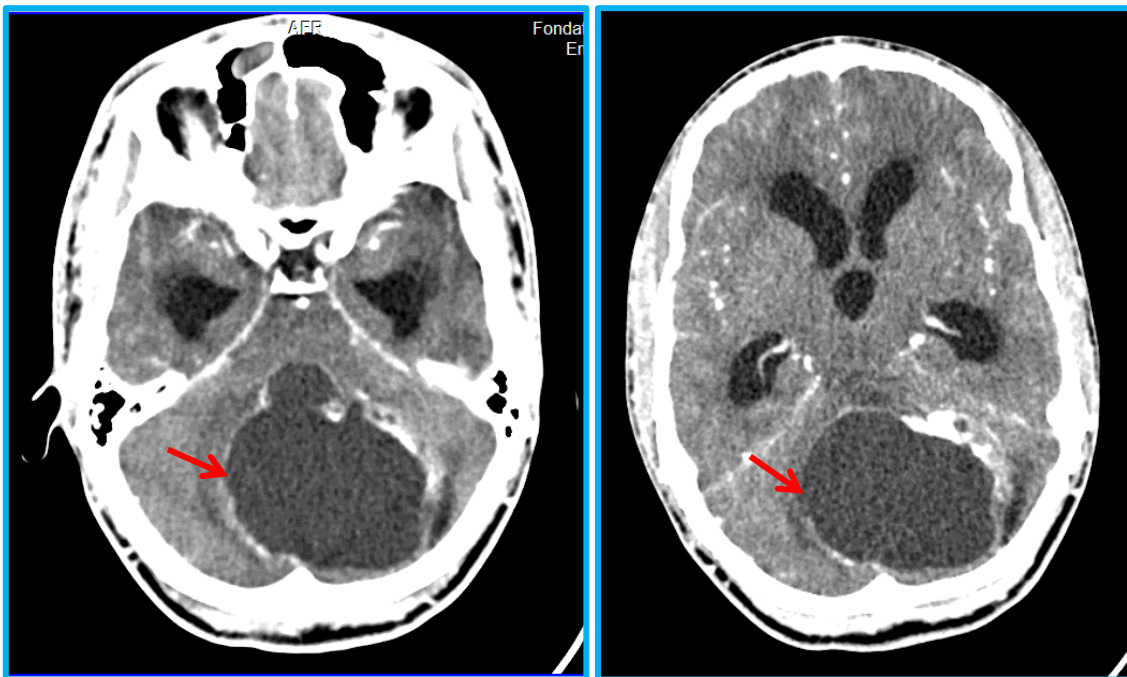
TDM cérébrale avec injection de produit de contraste objectivant une volumineuse masse kystique partiellement cloisonnée dans la fosse postérieure avec calcifications lamellaires pariétales.
